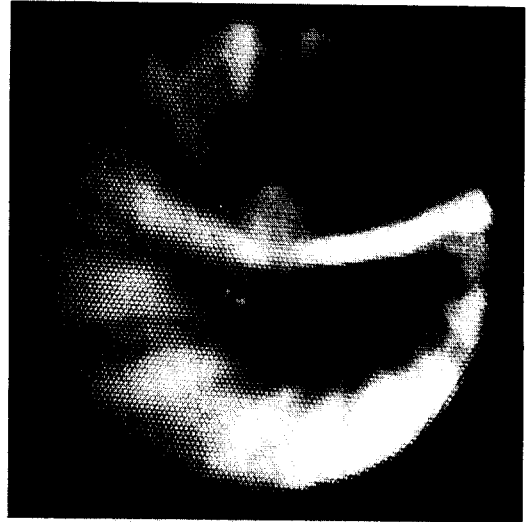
Abdominal ultrasonogram: There is a single heterogeneous hyperechoic mass, measuring about  $7.3 \times 7.1 \times 6.5$  cm in size in the upper and mid-pole of the right kidney, including renal sinus.
